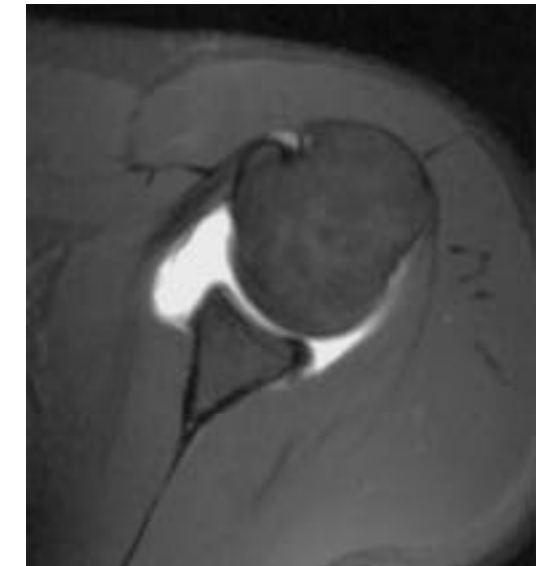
Artrografía RM de hombro. Corte axial T1 con saturación de la grasa. Ausencia de visualización, por avulsión, del rodete glenoideo en su porción anteroinferior. Paciente con luxación recidivante de hombro.
